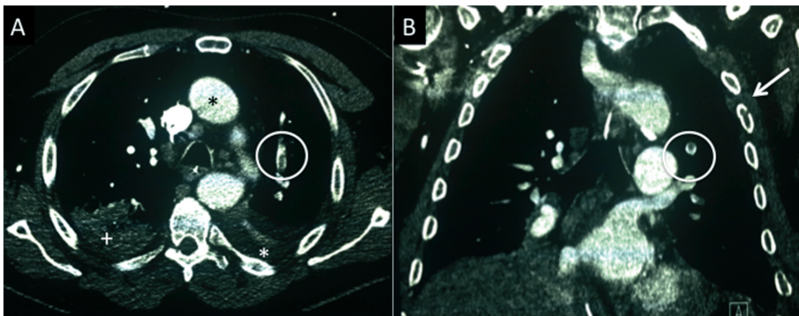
CTA mit Darstellung einer iSSLE bei einem 71-jährigen männlichen Patienten: A transversaler Schnitt; weißer Kreis: subsegmentale Embolie des linken Oberlappens, schwarzer Stern: Aorta ascendens, weißer Stern: Pleuraerguss, weißes Plus: Atelektase des rechten Unterlappens B koronare Rekonstruktion, weißer Kreis: subsegmentale Embolie, weißer Pfeil: Rippenfraktur ; Quelle: „Impact of unsuspected subsegmental pulmonary embolism in ICU patients“⁴¹⁶⁸
